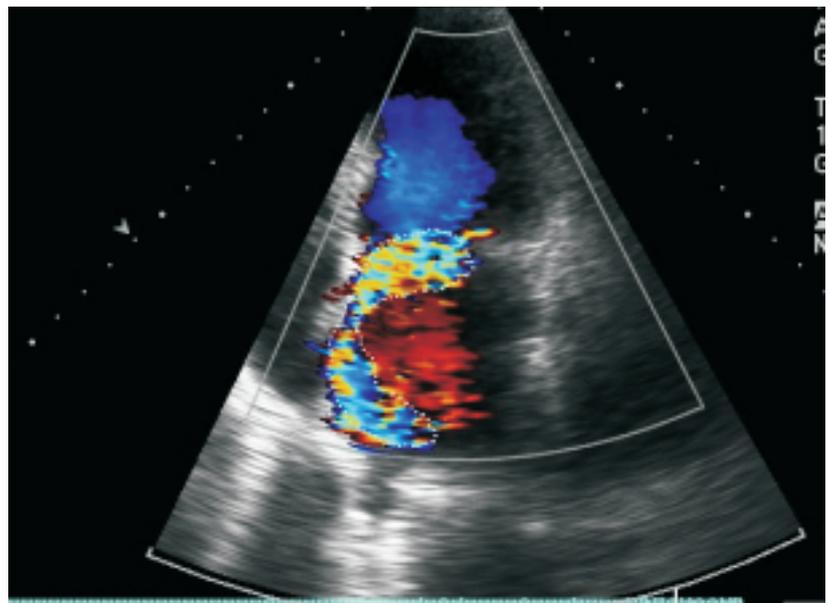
Imágen de ecocardiograma TT realizado durante el ingreso.
